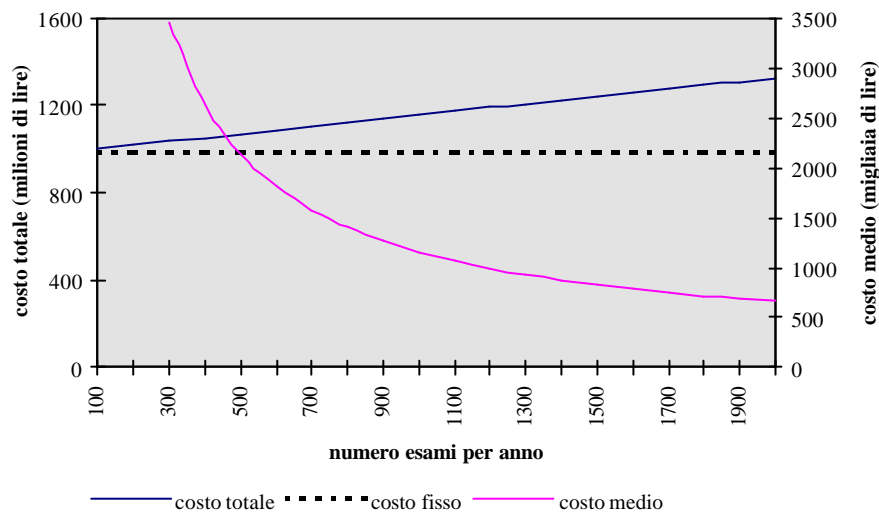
Il costo complessivo di un sistema RM a medie prestazioni.
